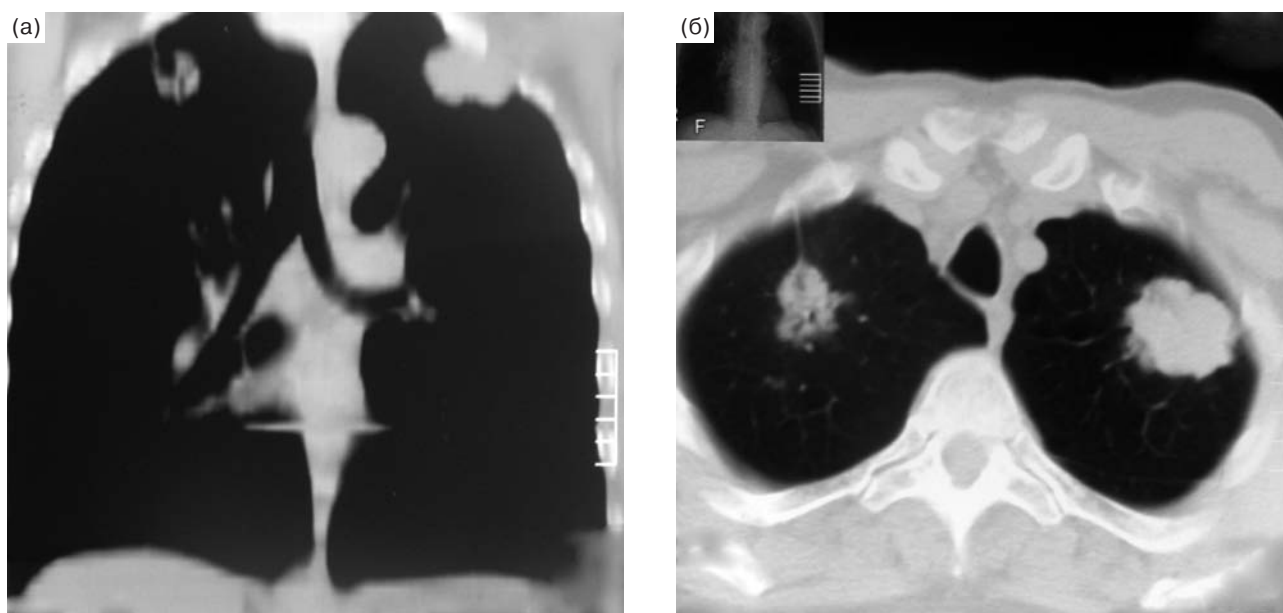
КТ больного Р. во фронтальной (а) и горизонтальной (б) плоскостях.
